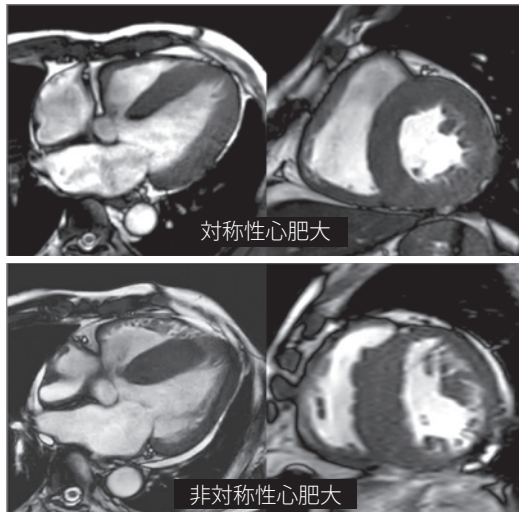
心アミロイドーシスの Cine MRI：対称性心肥大と非対称性心肥大
